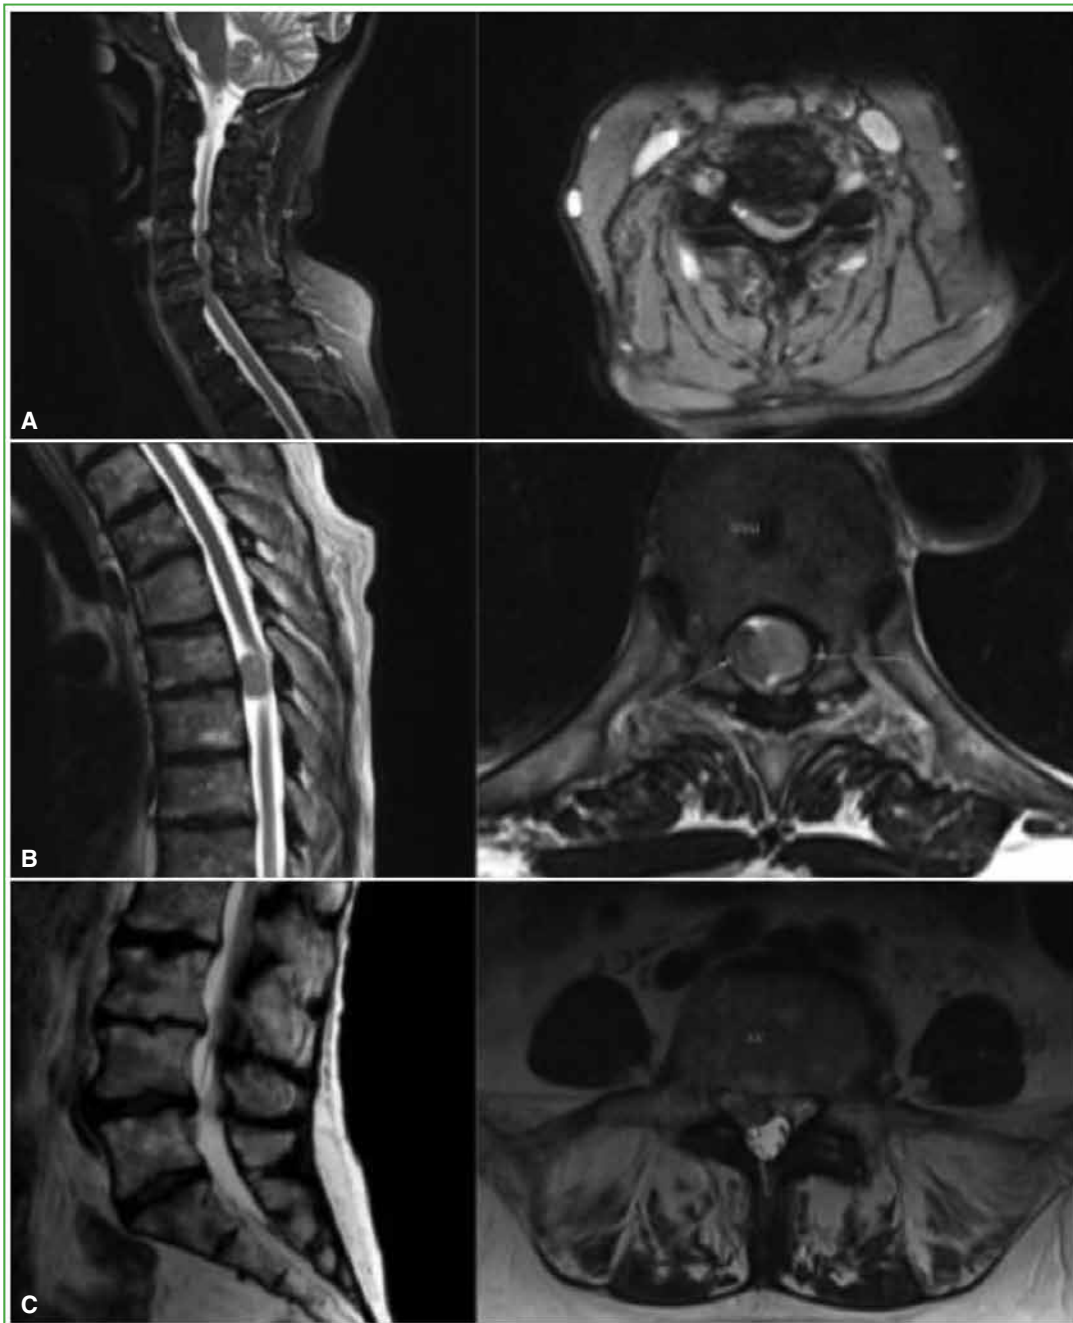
Resonancia magnética de columna sin contraste. A. Cortes sagital y axial de columna cervical que muestran una estenosis de C5-C6 posterolateral izquierda por una protrusión discal con signos de mielomalacia. B. Cortes sagital y axial en T6-T7 donde se observa una tumoración intradural extramedular. C. Cortes sagital y axial lumbar que revelan una extrusión discal posterolateral derecha en L4-L5.
